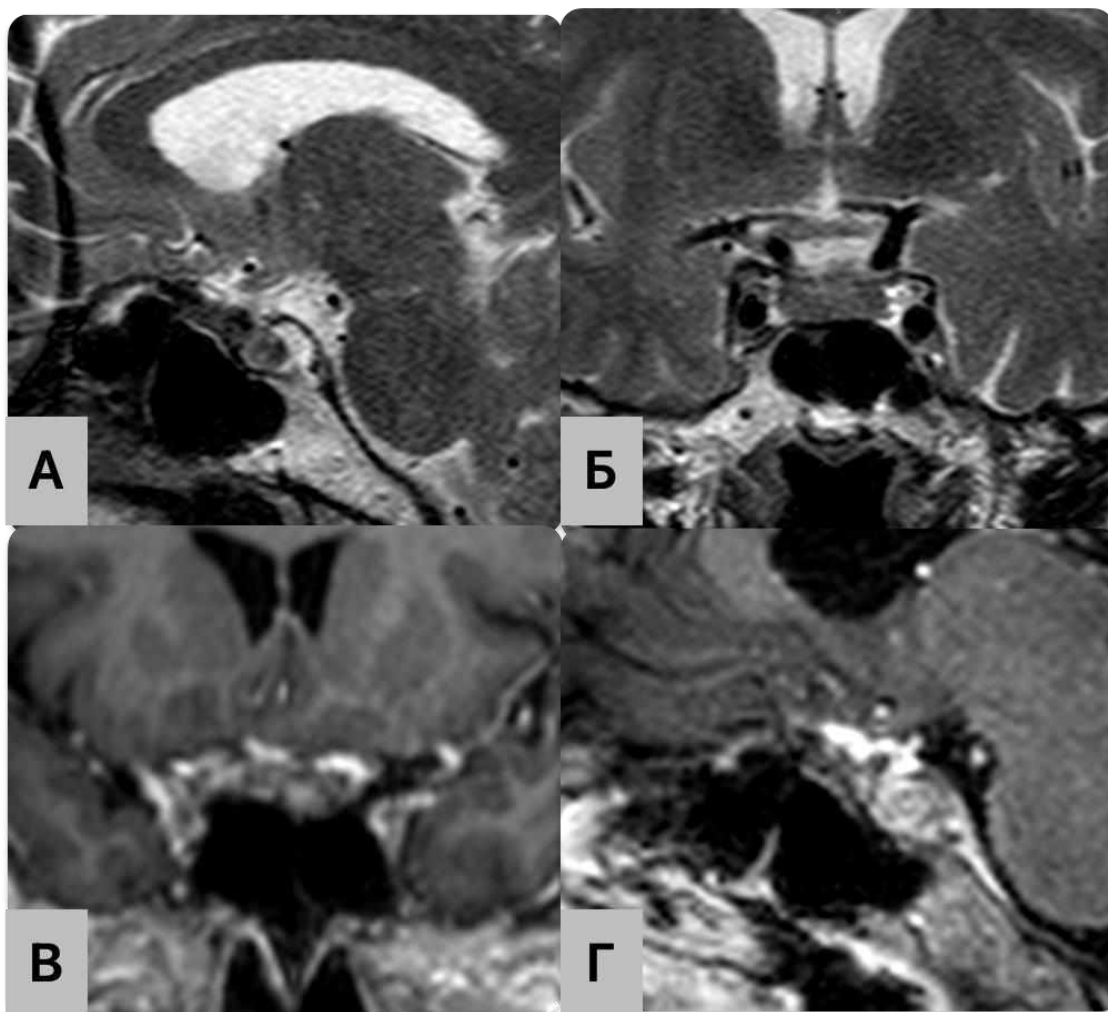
МРТ-контроль п-ки Н-на через 6 місяців після хірургічного втручання (А – режим Т2, сагітальна проекція, Б – режим Т2, фронтальна проекція, В – режим Т1 з внутрішньовенним контрастуванням, фронтальна проекція, Г – режим Т1 з внутрішньовенним контрастуванням, сагітальна проекція).
